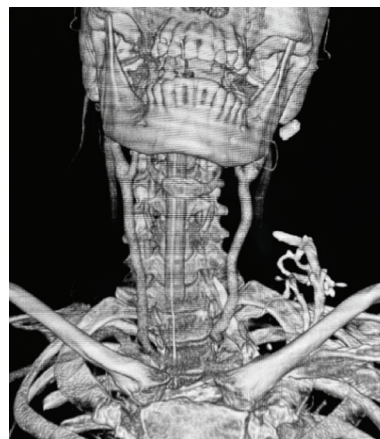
Angiotomografía sin lesión vascular
